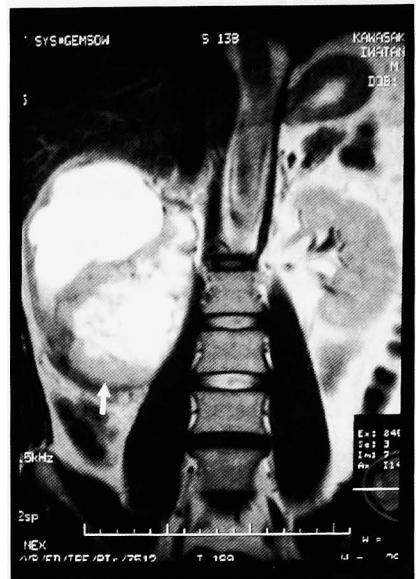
Fig. 2 MRI scan showed a mass in the retroperitoneal space, which was diagnosed as the right renal tumor (arrow).
